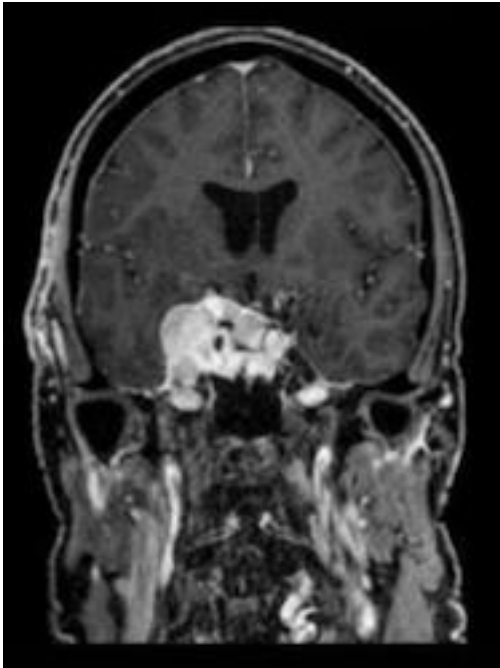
MRI in T1 piano coronale
